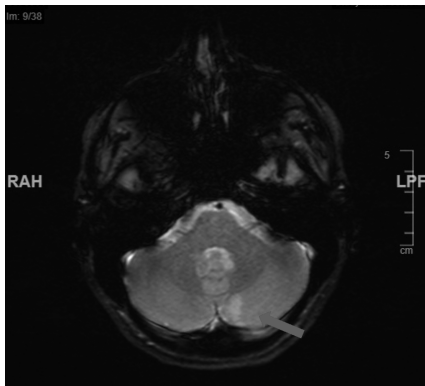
La scansione in T2-FLAIR mostra aree iperintense a livello della porzione mesiale posteriore dell'emisfero cerebellare sinistro e nella porzione inferiore del verme cerebellare, compatibili con lesioni ischemiche in fase subacuta.
